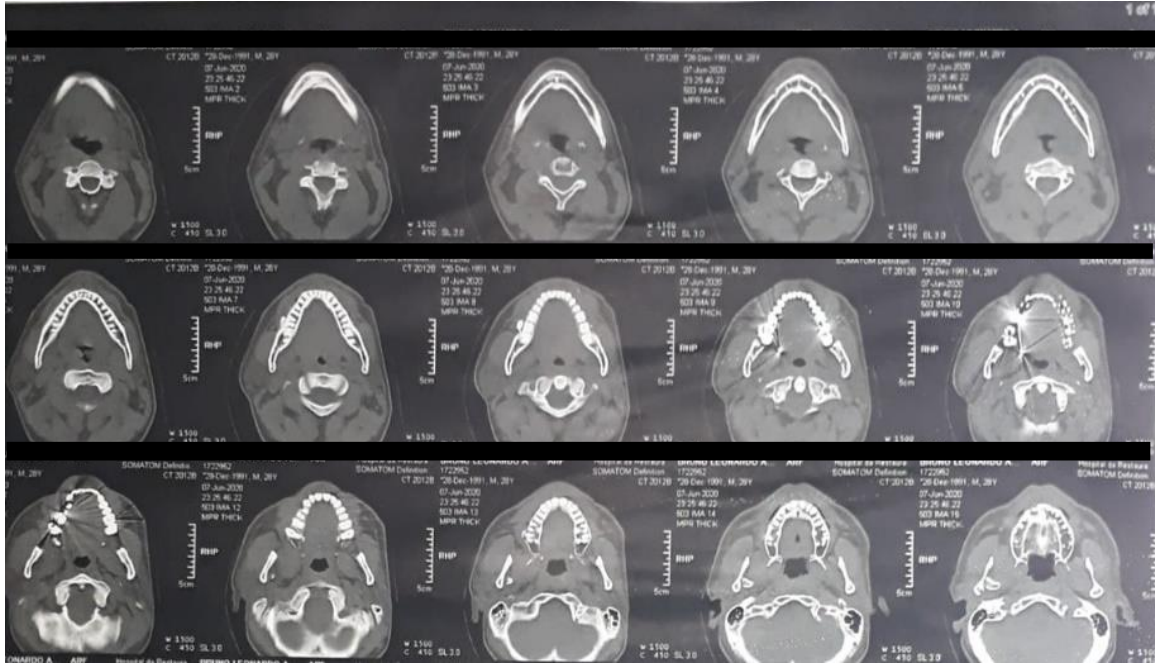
Tomografia Computadoriza com Reconstrução 3D. Fonte: Autor.
